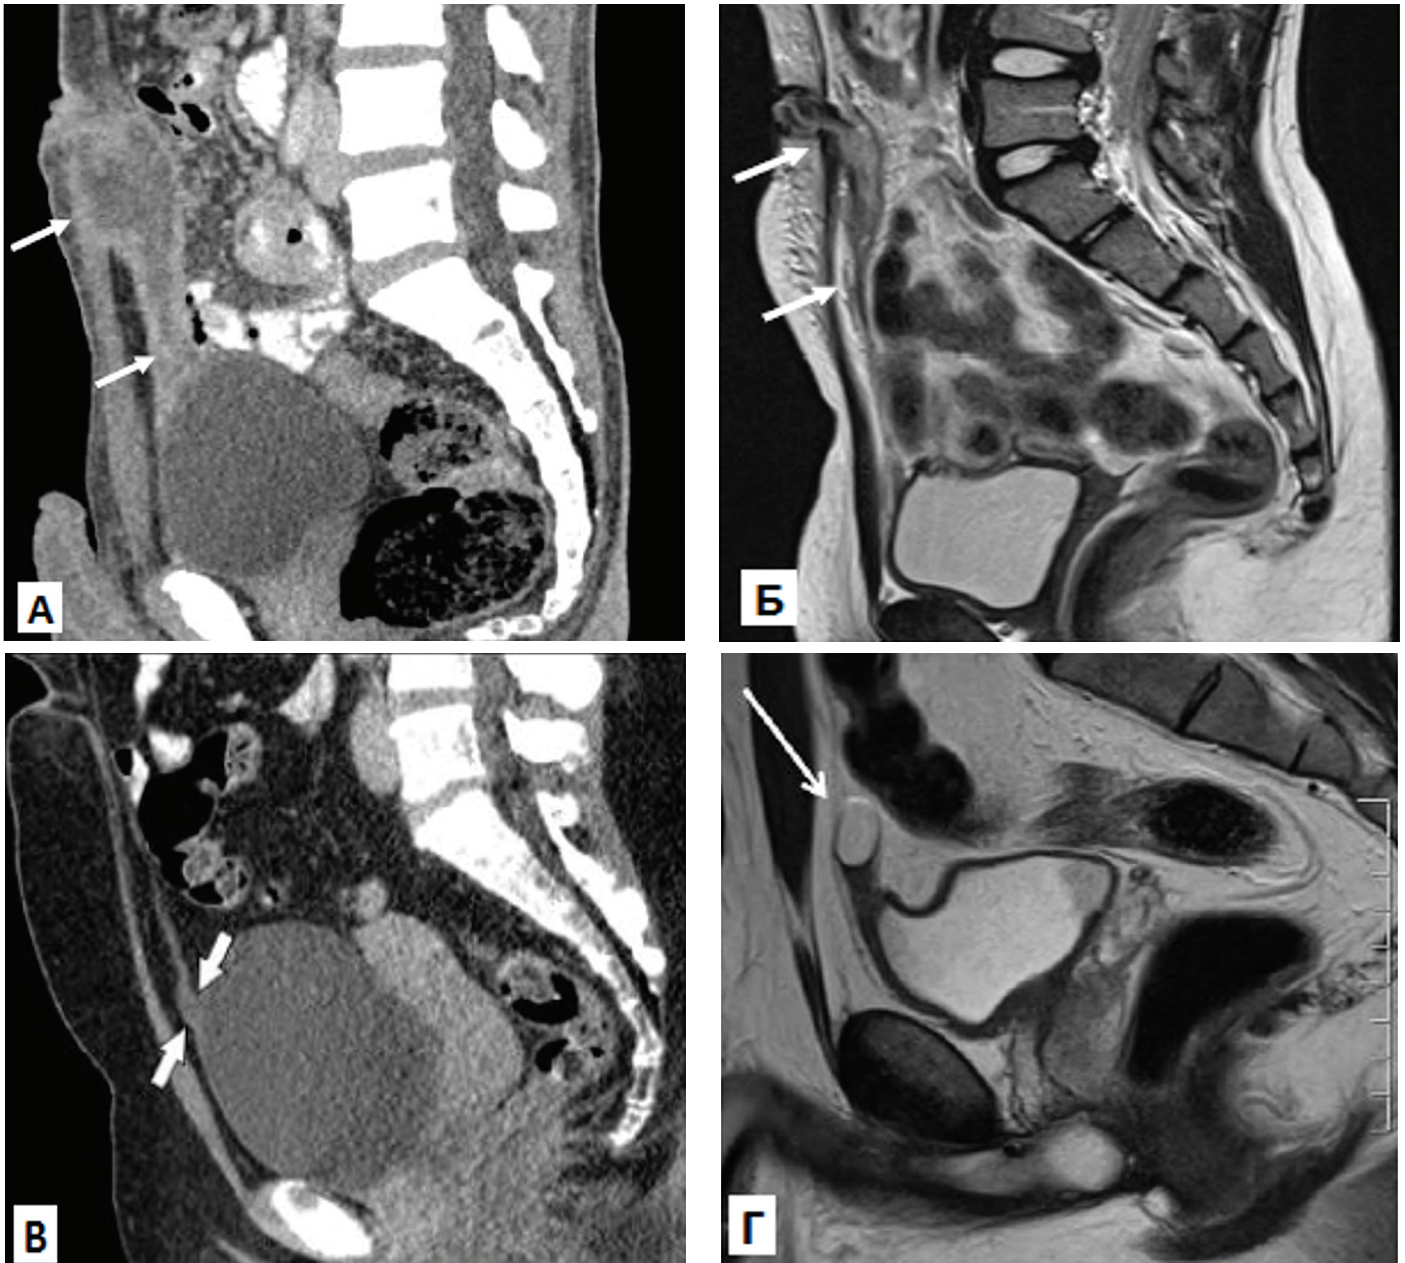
Виды аномалий урахуса: А – пузырно-пулочный свищ (КТ); Б – урахусный синус (МРТ); В – пузырно-урахусный дивертикул (КТ); Г – киста урахуса (МРТ) [7]
